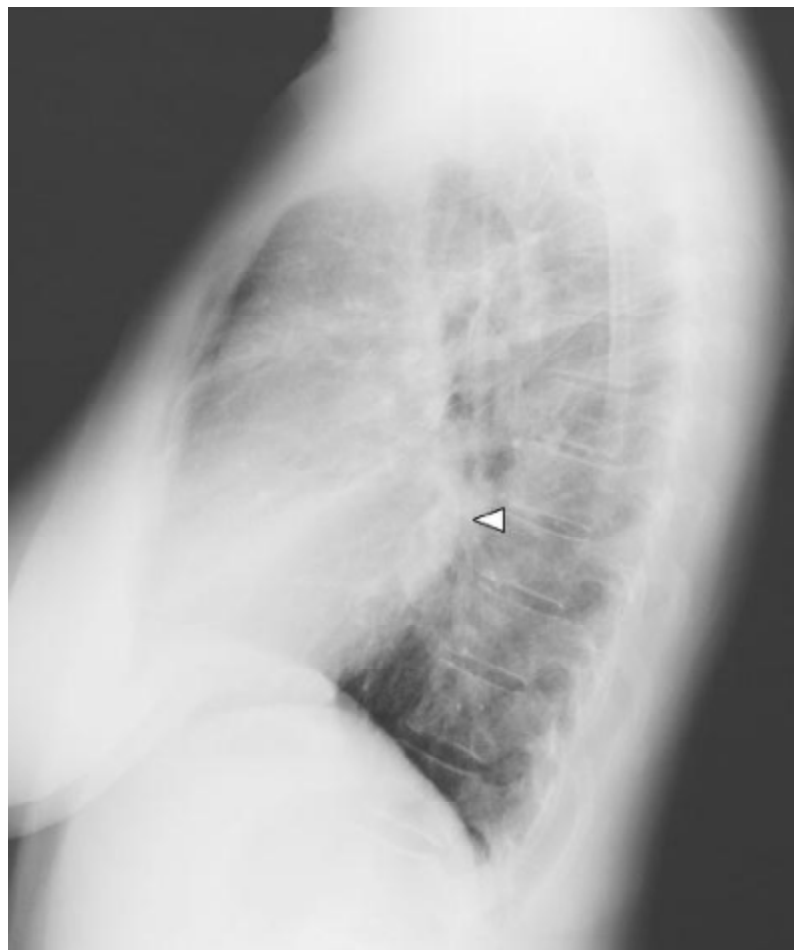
Radiographie du thorax de profil montrant un discret renflement postérieur de la silhouette cardiaque (pointe de flèche) en faveur d'une dilatation de l'OG (CHU HASSAN II FES)
